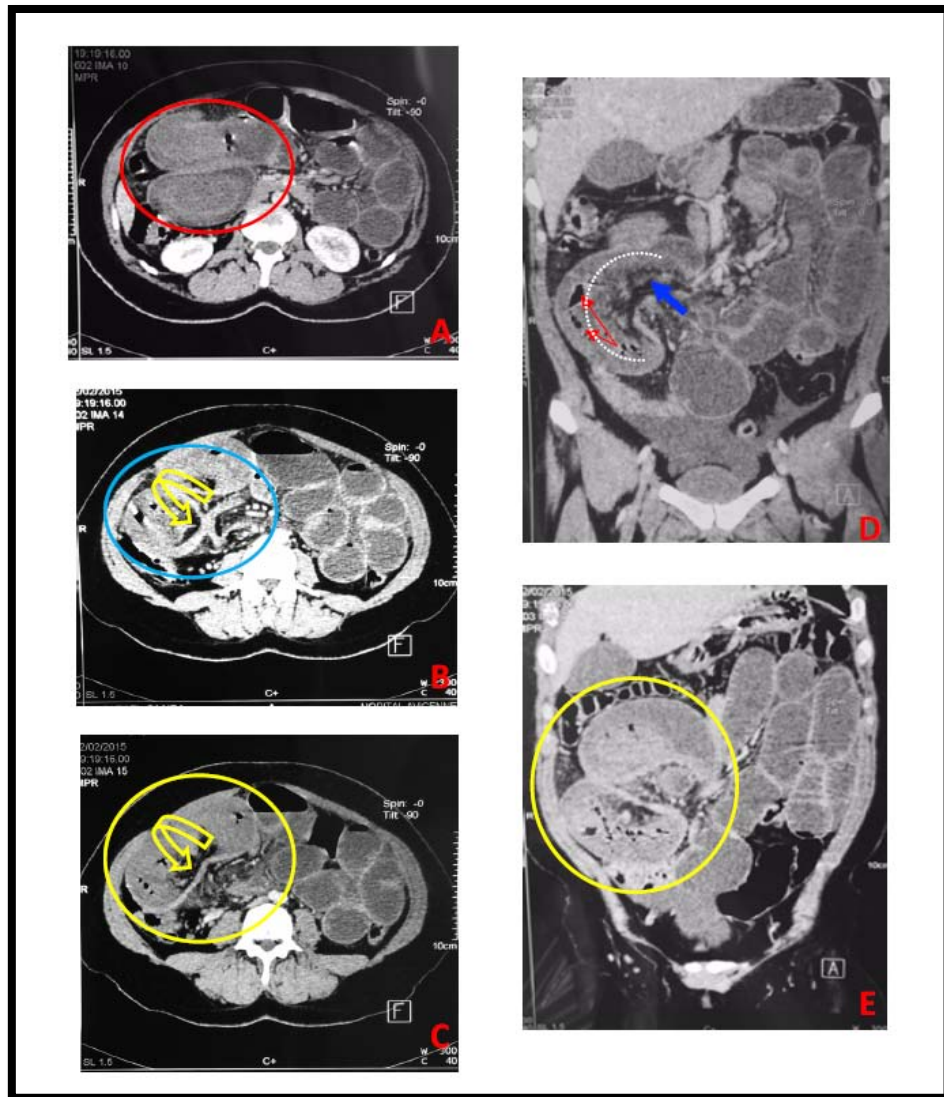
TDM C+ coupes axiale et coronale : occlusion intestinale par double invagination intestinale aigue sur polype confirmée en per opératoire :
